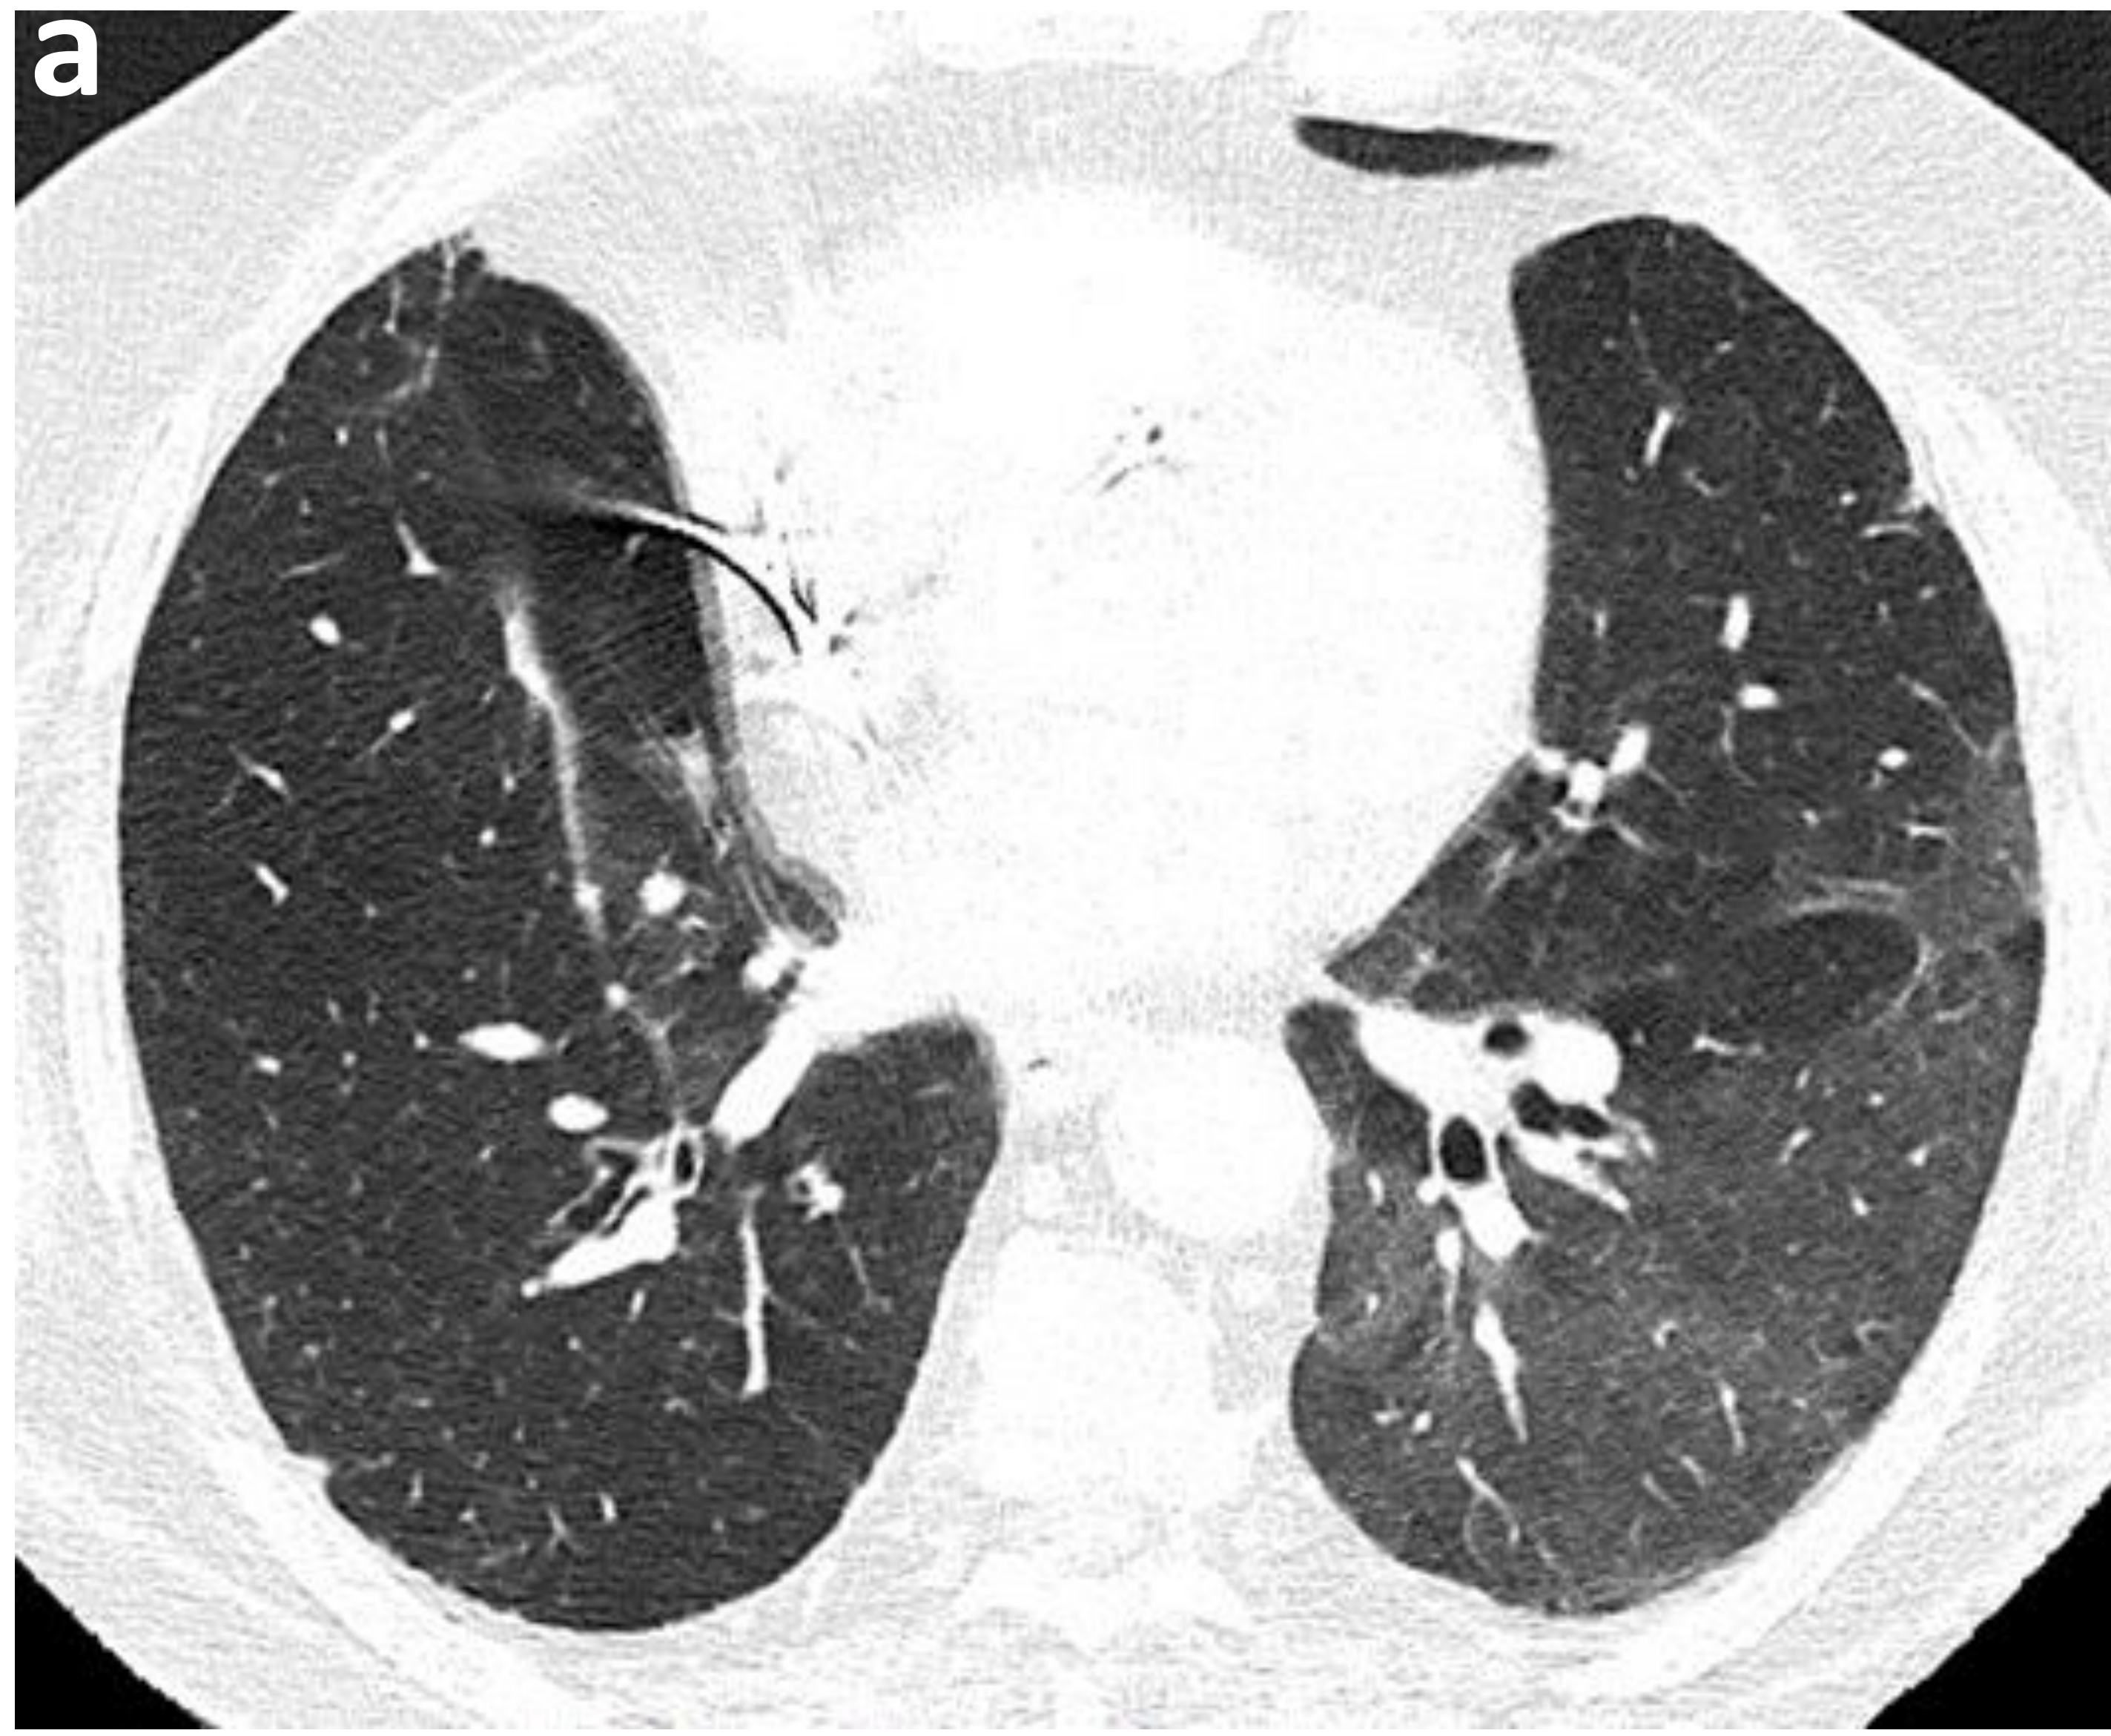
Neumonitis grado 2-3 con patrón NINE en un varón de 75 años en tratamiento con Pembrolizumab por adenocarcinoma de pulmón estadio IIIA (a) Corte axial de TC de tórax basal 2 meses previo al comienzo con Pembrolizumab. (b, c, d) Corte axial de TC de tórax 4 semanas tras terminar el ciclo de Pembrolizumab muestra afectación en vidrio deslustrado (flecha azul) más evidentes en el lóbulo inferior derecho, de aspecto inespecífico (e) Corte axial de TC de tórax de control 3 meses tras suspender el tratamiento y administrar corticoterapia.
